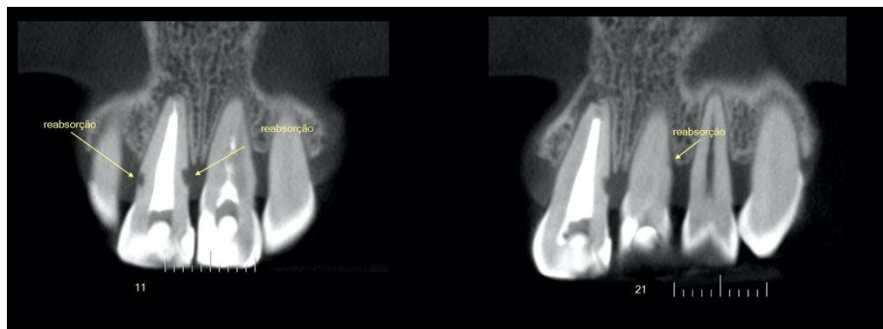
Imagem de tomografia computadorizada de feixe cônico, onde é possível notar a estabilização da reabsorção no dente 11. Data 28.09.2020
